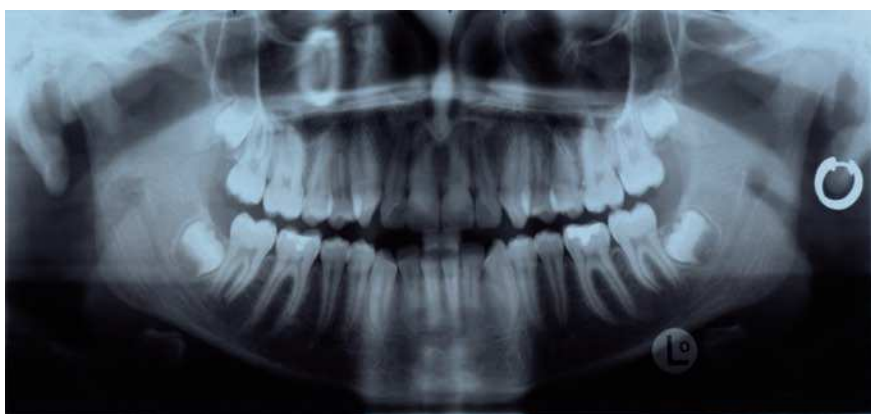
Radiografía con pendiente: imagen fantasma en el seno maxilar derecho.
